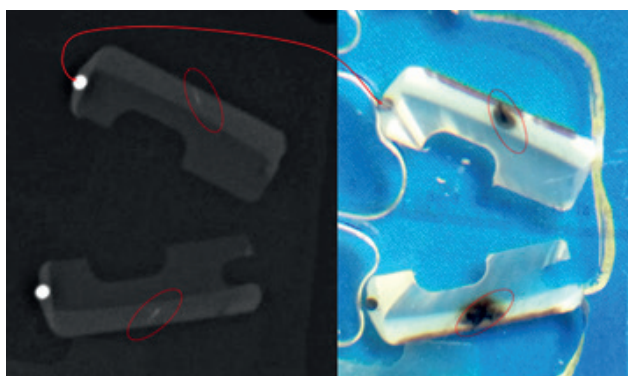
Láminas de 1 mm radiografiadas y fotografiadas en lupa.
